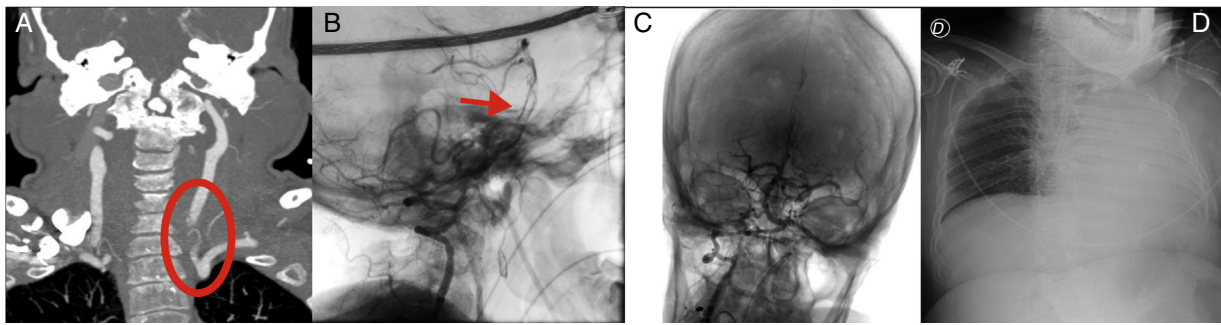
A) Corte coronal de la angio-TC en la que se observa el origen de la arteria vertebral izquierda y su afilamiento, que confirma la disección arterial. B) Arteriografía con proyección lateral que confirma la trombosis basilar del tercio distal. C) Arteriografía con proyección frontal tras la trombectomía mecánica que muestra recanalización arterial completa. D) Radiografía de tórax en decúbito supino que muestra pulmón blanco izquierdo.
